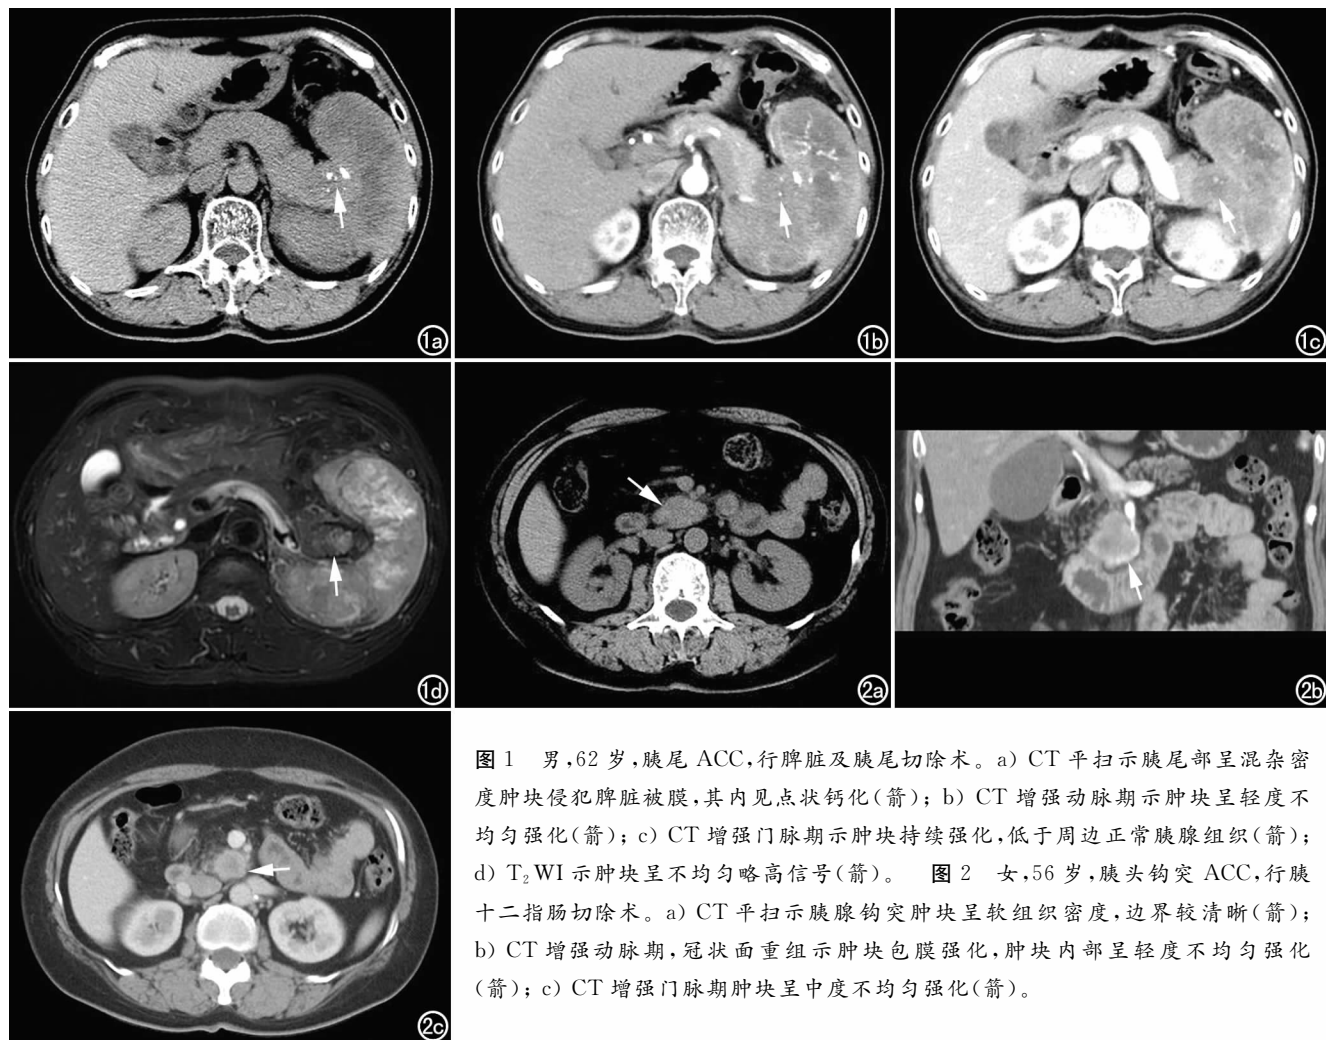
男, 62 岁, 胰尾 ACC, 行脾脏及胰尾切除术。a) CT 平扫示胰尾部呈混杂密度肿块侵犯脾脏被膜, 其内见点状钙化(箭); b) CT 增强动脉期示肿块呈轻度不均匀强化(箭); c) CT 增强门脉期示肿块持续强化, 低于周边正常胰腺组织(箭); d) T_2 WI 示肿块呈不均匀略高信号(箭)。图 2 女, 56 岁, 胰头钩突 ACC, 行胰十二指肠切除术。a) CT 平扫示胰腺钩突肿块呈软组织密度, 边界较清晰(箭); b) CT 增强动脉期, 冠状面重组示肿块包膜强化, 肿块内部呈轻度不均匀强化(箭); c) CT 增强门脉期肿块呈中度不均匀强化(箭)。
